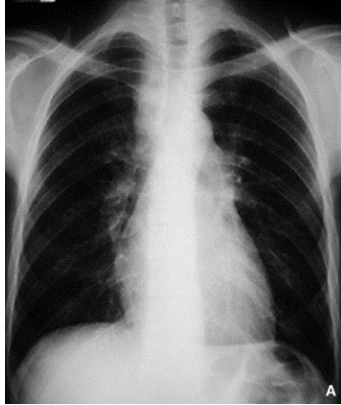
Tuberculose pulmonaire (TP) primaire. Radiographie du thorax : adénopathies paratrachéales droites. Il n'existe pas de signe en faveur d'une atteinte parenchymateuse.
